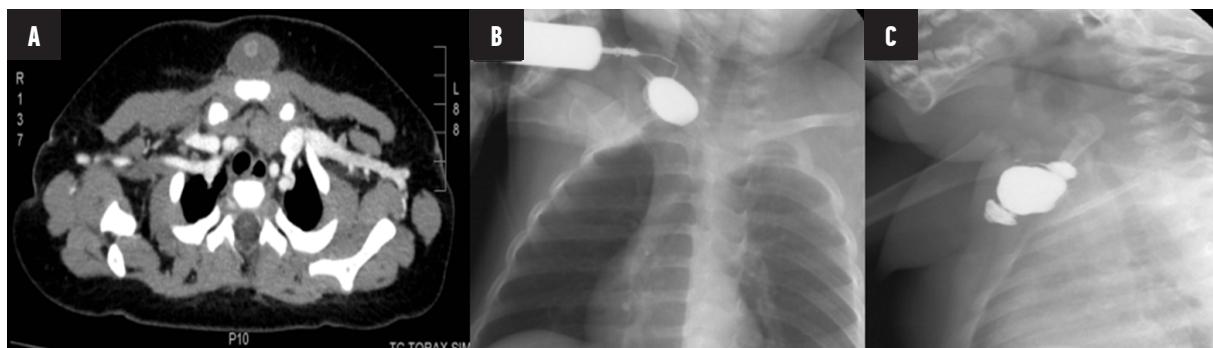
Estudios de imagen: A: Corte axial de tomografía simple de tórax. En región preesternal se observa un quiste en cuyo interior se ve una imagen hiperintensa redondeada. B: Radiografía de tórax, proyección antero-posterior: fistula que llena quiste con medio de contraste de forma ovalada, en región cervical. C: Radiografía de tórax proyección lateral: quiste en tejidos blandos, sin comunicación hacia tórax.
